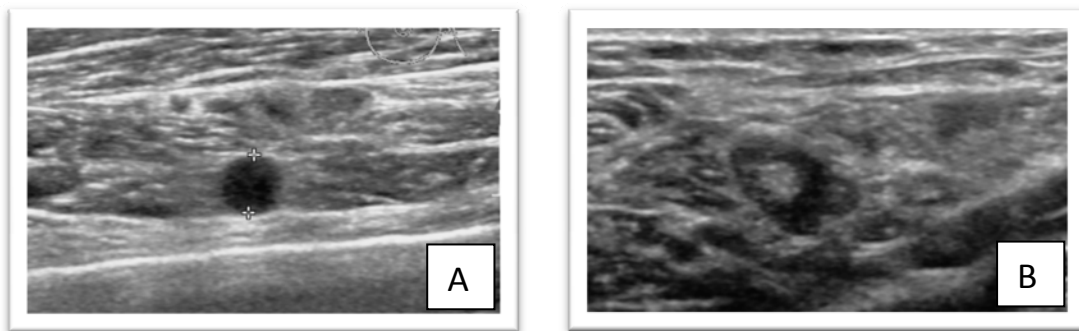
Van Wely BJ et al. Meta-analysis of ultrasound-guided biopsy of suspicious axillary lymph nodes in the selection of patients with extensive axillary tumour burden in breast (120).
